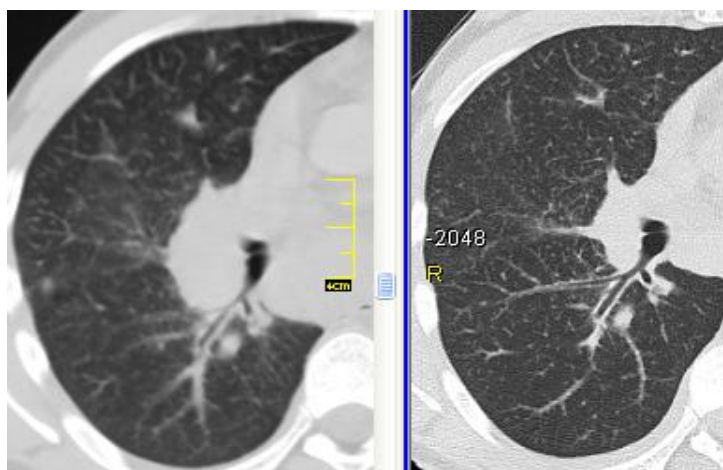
КТ хворого П., ліворуч – первинне обстеження: дрібновузликова дисемінація паренхіми легень, збільшення прикореневих лімфатичних вузлів; праворуч – після тримісячного періоду спостереження: регресія лімфаденопатії, зберігається дисемінація
